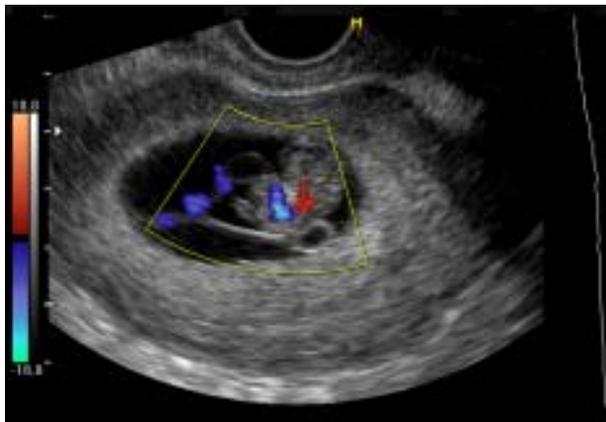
Ultrasonografía transvaginal, 9.3 semanas de amenorrea, se observa masa en pared anterior del abdomen fetal que se continúa a cordón e imagen de corazón desplazado.
